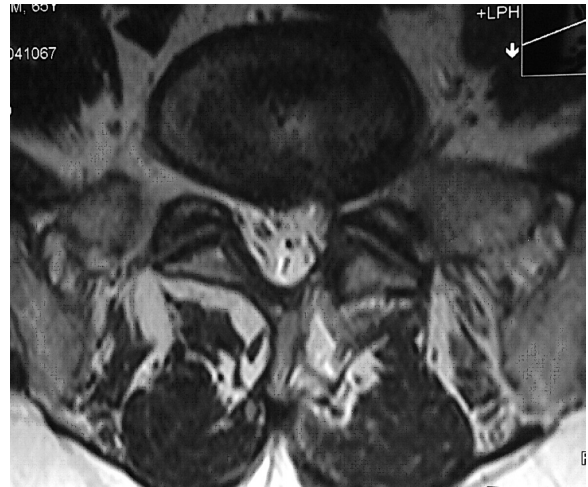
Preoperatif aksiyel MRI görüntüsü.
